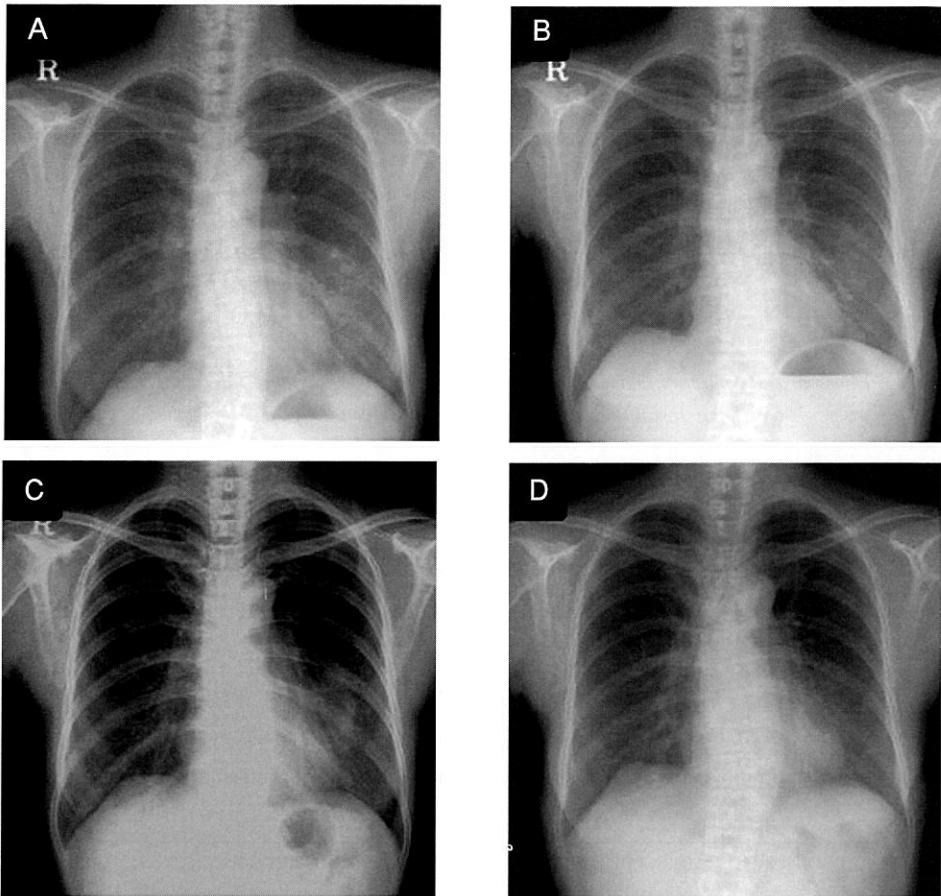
A. Chest radiograph on the 9th hospital day of the first admission showed a consolidation in the left middle lung field
